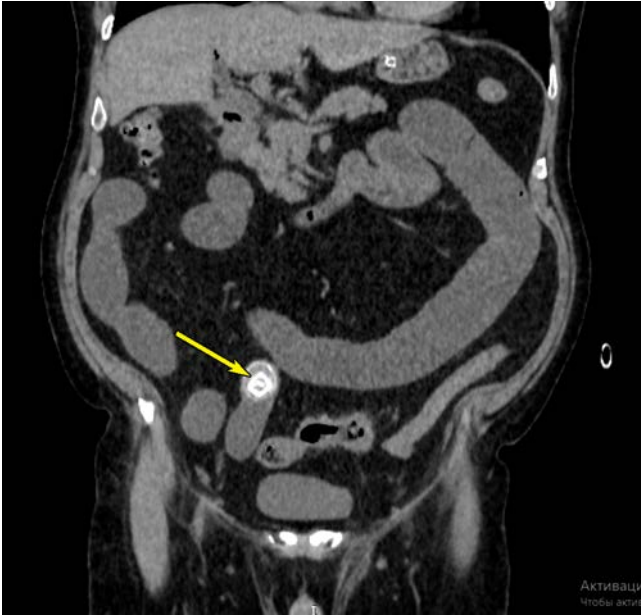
Мультиспиральная компьютерная томография органов брюшной полости, прямая проекция: камень в просвете подвздошной кишки (стрелка)
